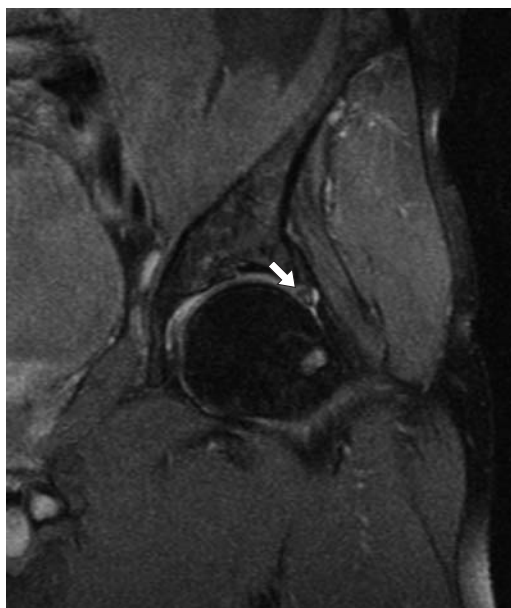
МР-томограмма левого тазобедренного сустава (протонно-взвешенное изображение, коронарная плоскость). Дегенеративные изменения (участок повышенного МР-сигнала в структуре губы) и утолщение суставной губы в области передневерхнего сегмента 1В по классификации Czerny (стрелка).
